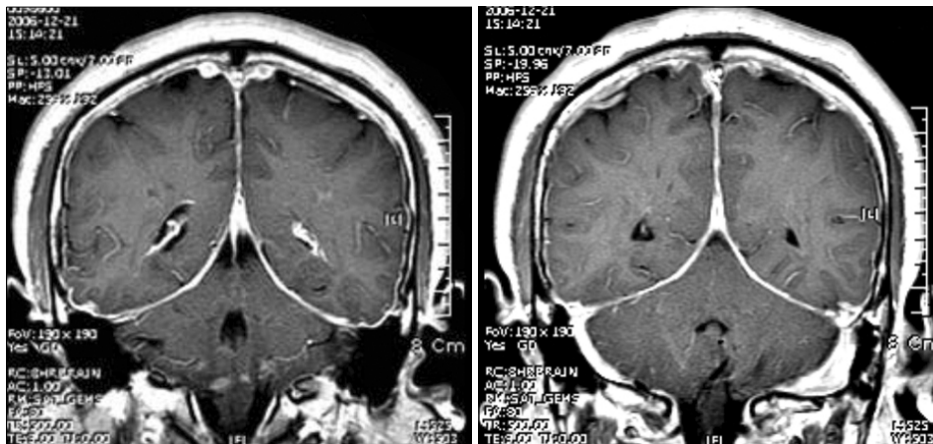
Brain MRI shows diffuse mild thickening and contrast enhancement of pachymeninges of both cerebral hemisphere.
